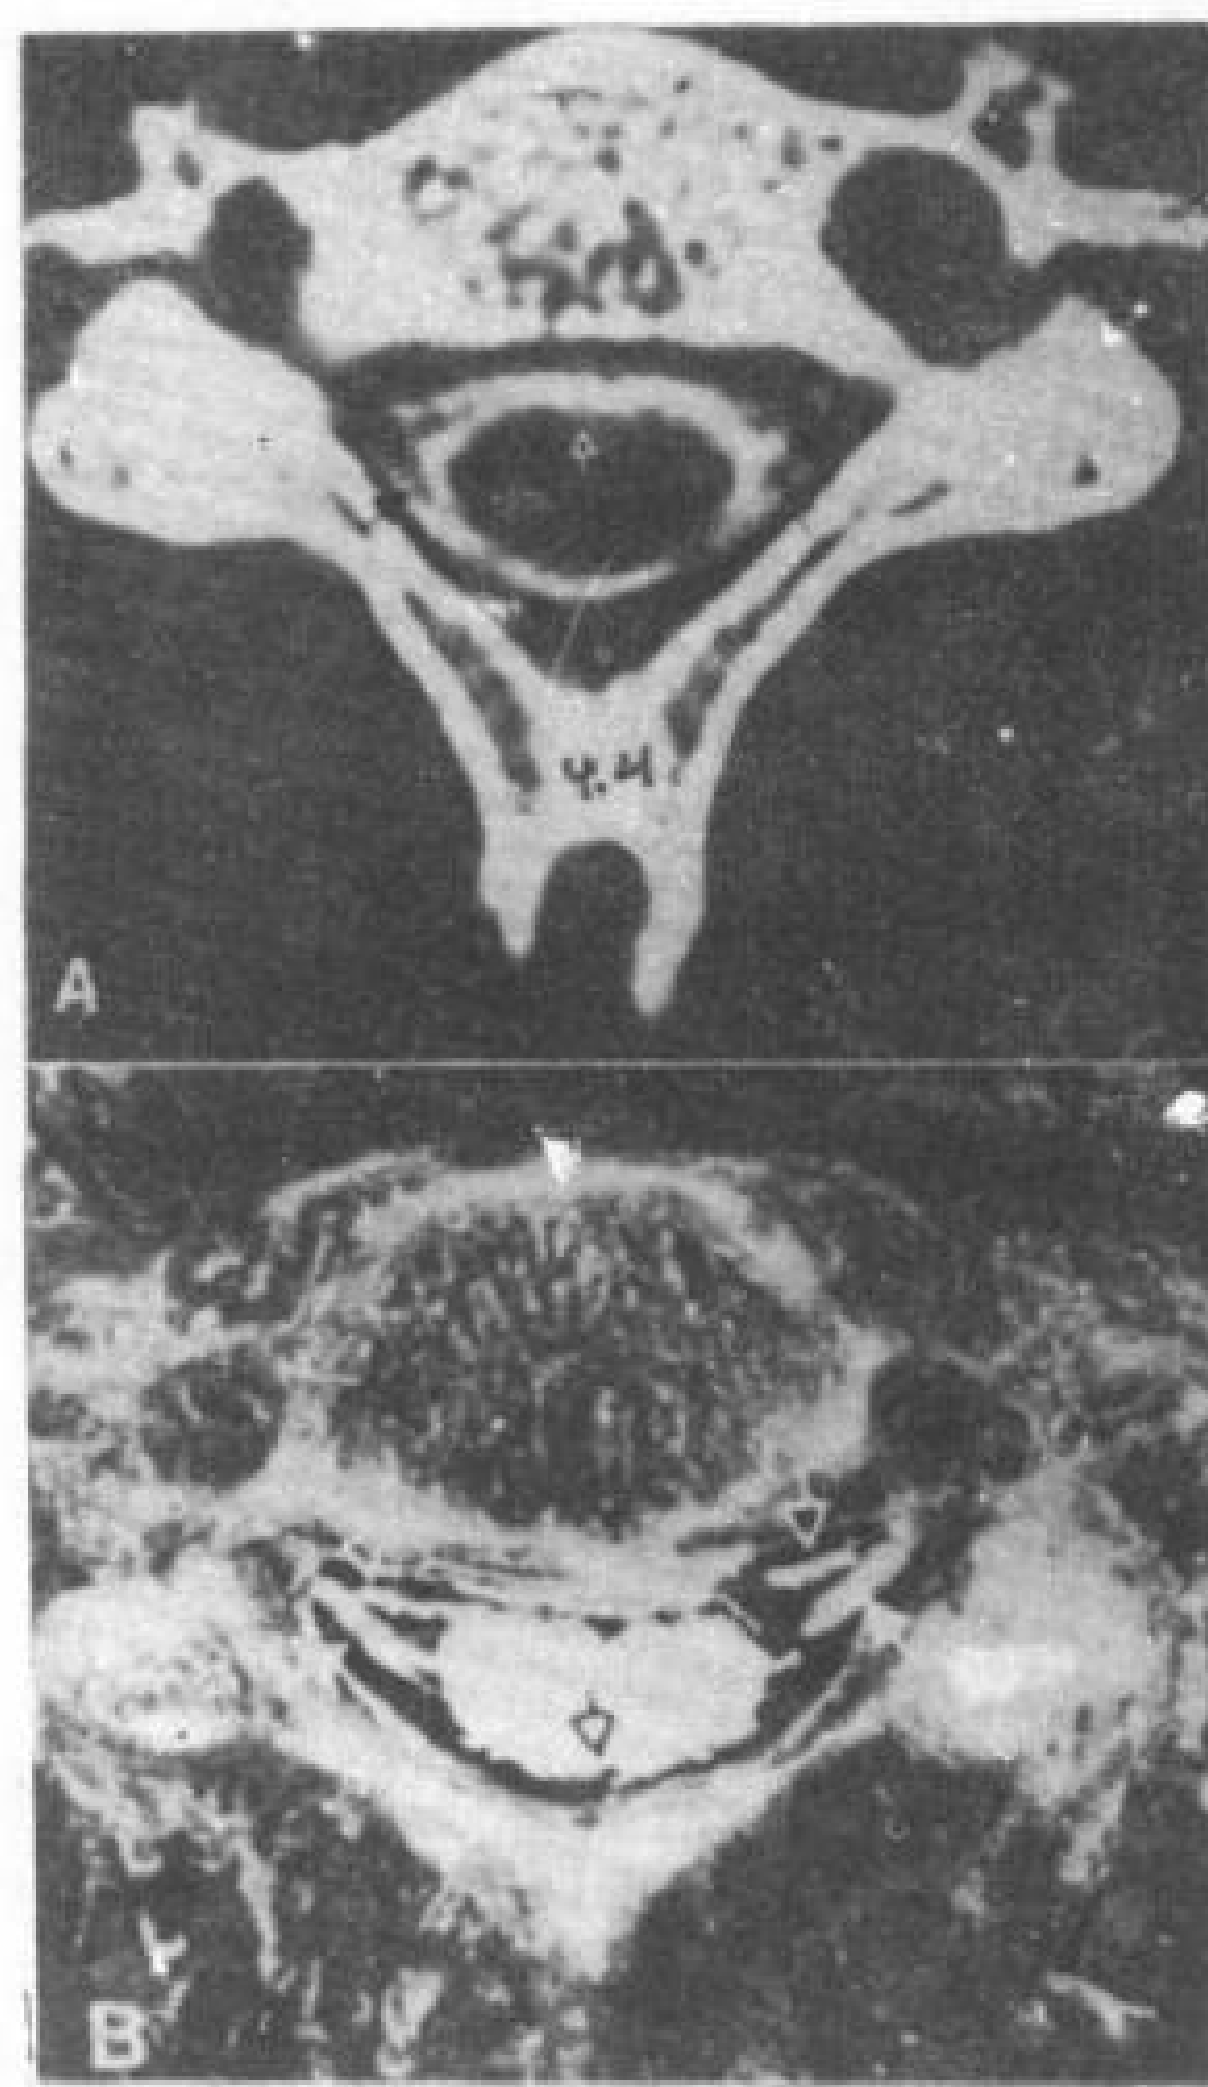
A 鞘内增强 CT 横断象。▲—脊髓蛛网膜腔和前正中裂; ↑—脊神经后根。
